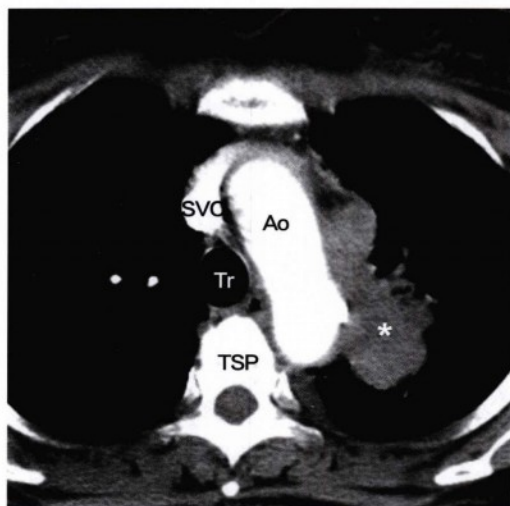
同一患者的上纵隔区增强CT扫描，显示该肺癌患者的左肺上叶内存在局限性软组织病变（星号），已向内侧侵袭至主动脉弓（Ao）。由于患者出现了左侧声带麻痹症状，推测肿瘤已侵袭走行于纵隔的左侧喉返神经（无法明确辨认）。图中标注上腔静脉（SVC）、气管（Tr）及胸椎（TSP）。
